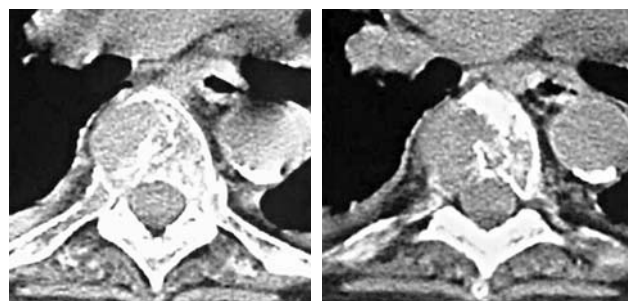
а, б. Компьютерная томограмма позвоночника. Имеется деструкция тел грудных позвонков с наличием мягкотканого компонента.
